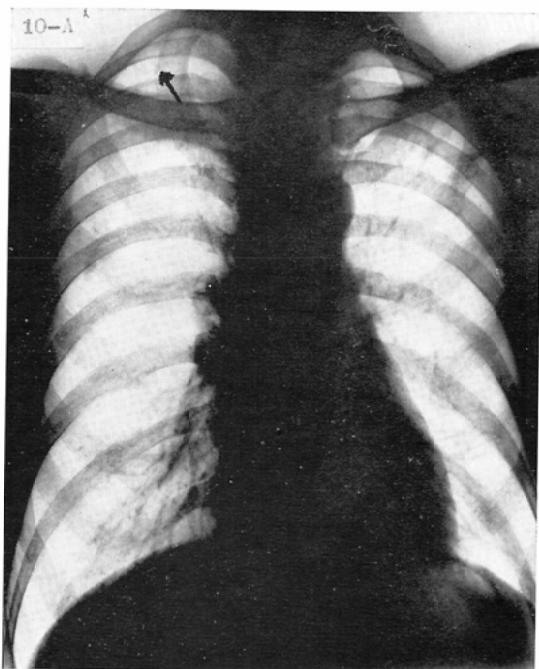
Male, 44. A. Chest roentgenogram shows a subpleural bleb in the right apex. B. In the laminogram there is observed a cystic area immediately above the aortic arch on the left having a broad base directed toward the mediastinum.
